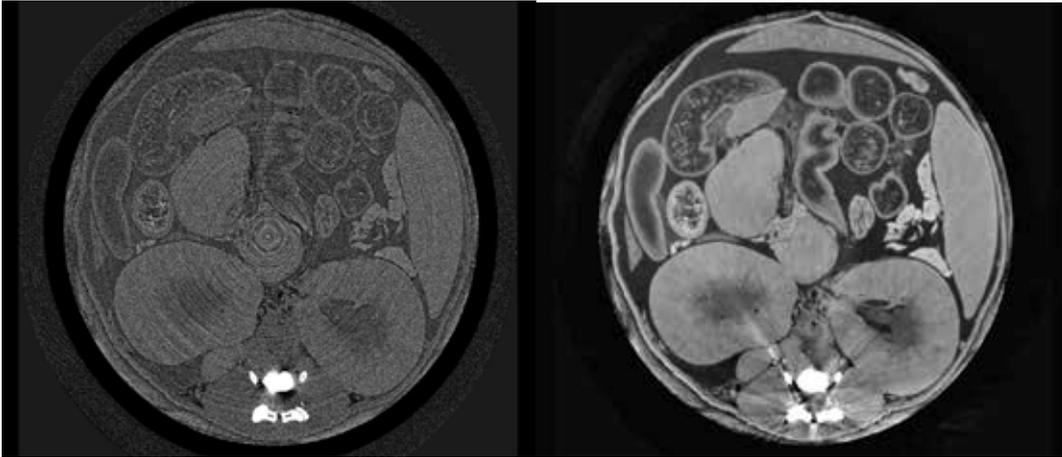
Vergleich normales CT und Phasenkontrast-CT (A. Tapfer and F. Pfeiffer et al.)
